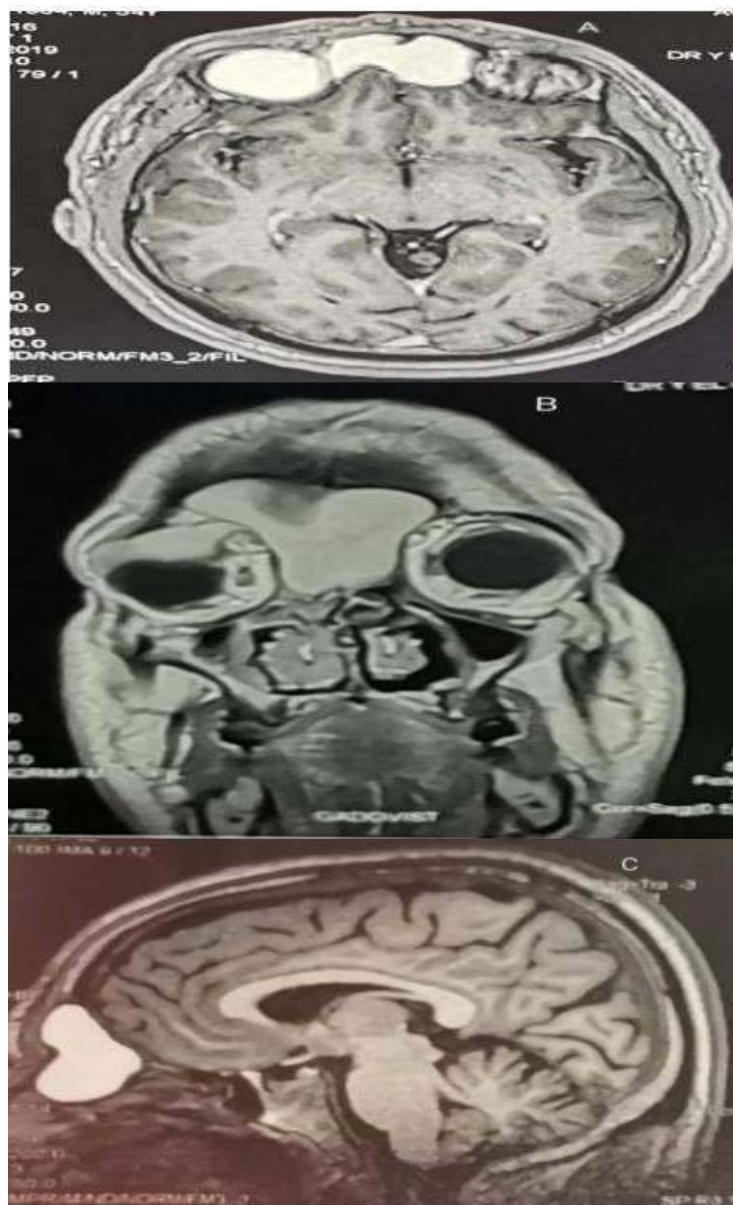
IRM cérébrale en coupe axiale T1(A) coronale T2 (B) et sagittale T1 (C) séquence avec injection de Gadolinium : mucocèle fronto-ethmoïdale en hypersignal en T1 et en hypersignal moins intense en T2, responsable d'une soufflure des parois du sinus frontal et du toit de l'orbite droite, il s'y associe une exophtalmie grade 2
